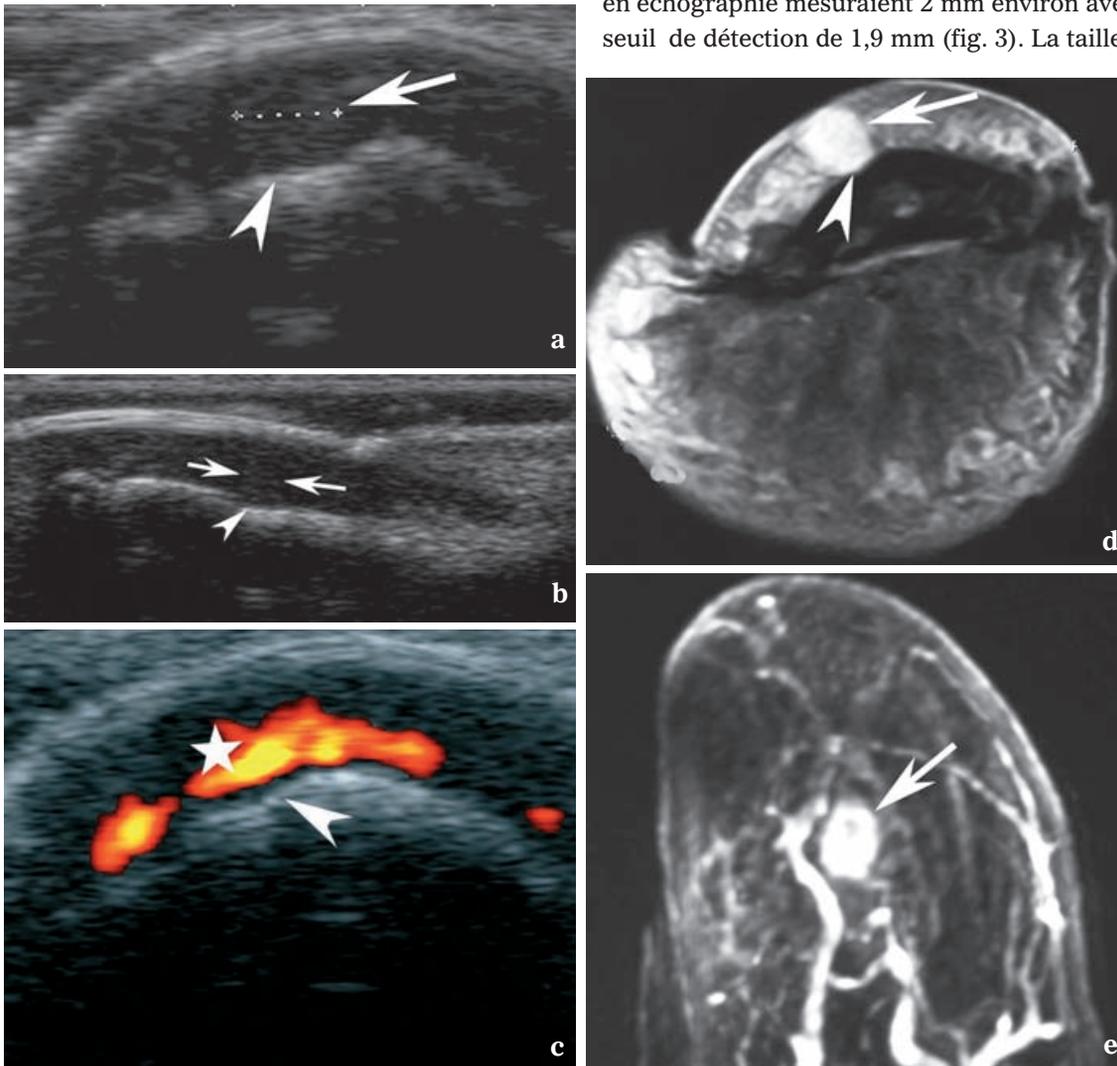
Plus petite tumeur sous unguéale (lit unguéal moyen) détectée en échographie. Coupe axiale (a) et sagittale (b) en mode B. La tumeur (flèches) apparaît discrètement hyperéchogène par rapport au lit unguéal. Coupe axiale (c) en mode Doppler puissance. La tumeur (étoile) apparaît autant vascularisée que le tissu environnant. Coupe axiale T1 (d) après injection de gadolinium et saturation de la graisse montrant la tumeur bien limitée, fortement rehaussée après injection. L'encoche est bien visible (tête de flèche) aussi bien en échographie qu'en IRM. L'Angio-RM (e) montre la tumeur (flèche) hypervascularisée.
